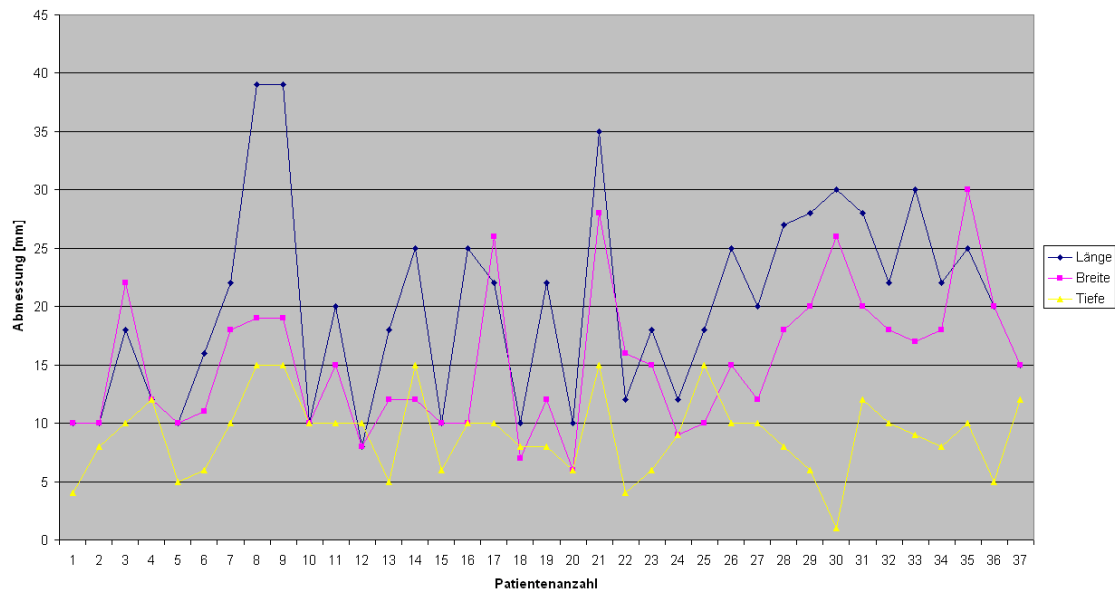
Kernspintomographische Herdgröße
